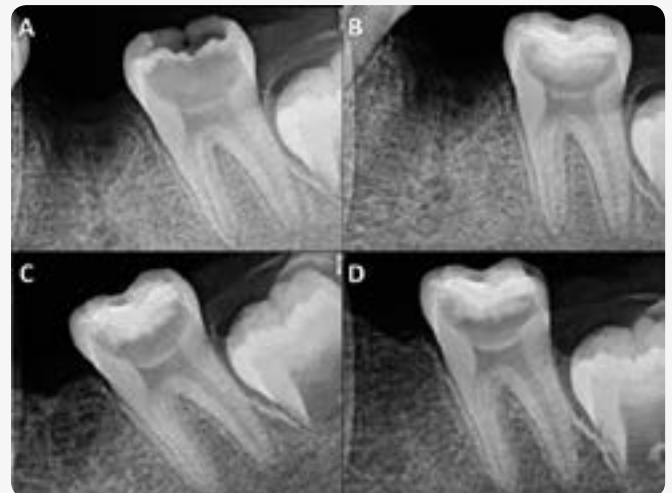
Radiografía inicial del caso. B. Radiografía en el momento de la terminación de la técnica operatoria. C. A los 3 meses. D. A los 12 meses. La paciente está asintomática.
